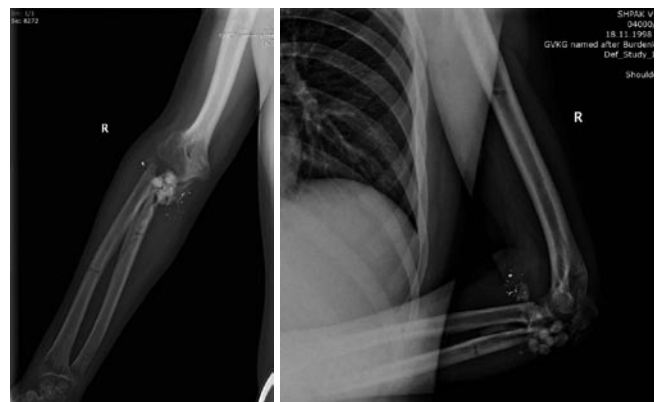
Рентгенограммы после демонтажа АВФ.
